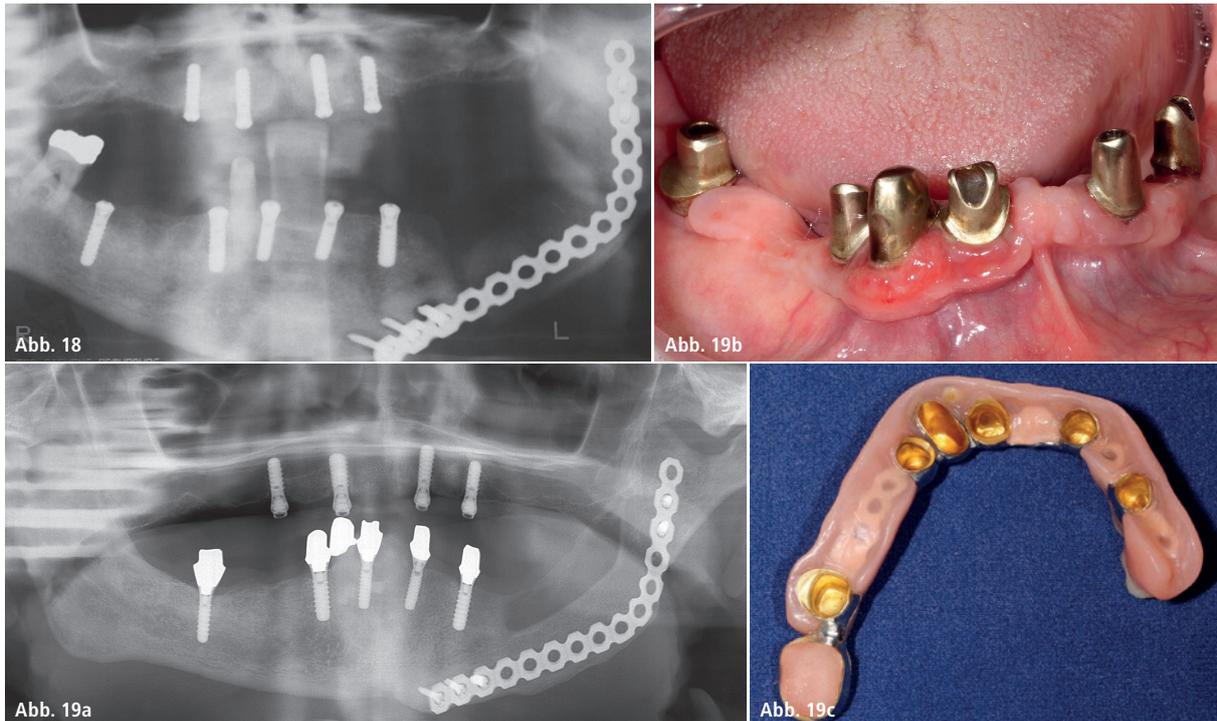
Orthopantomogramm nach Unterkieferresection, Überbrückungsosteosynthese, Sofortrekonstruktion mit Beckenkammtransplantat und simultaner Implantatinsertion OK/UK. – Abb. 19a: Orthopantomogramm neun Jahre später mit Implantatversorgung im OK und UK, periostale Knochenneubildung oberhalb des Transplantates. – Abb. 19b: Intraoraler Situs mit implantatgestützten Konuskronen nach neun Jahren Tragezeit, Schmutzgingivitis bei Zahn 43 und Implantat 42. – Abb. 19c: Neun Jahre alte abnehmbare teleskopierende Suprakonstruktion, 48 zwischenzeitlich extrahiert.
